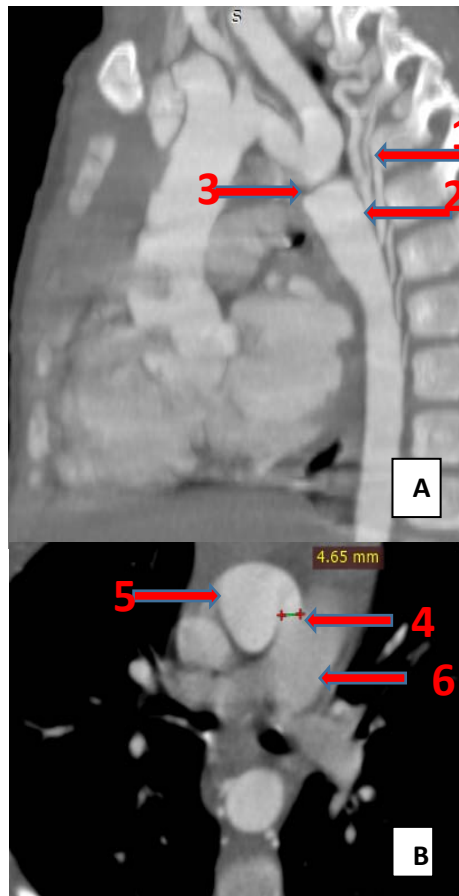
TDM thoracique, en coupe sagittale (image A): Coarctation de l'aorte descendante après la naissance de l'artère sous Clavière droite avec dilatation artérielle d'amont, et en coupe axiale (image B) : Coarctation de l'aorte descendante, associée à un canal artériel. (Service de radiologie CHU Mohamed VI Marrakech).
